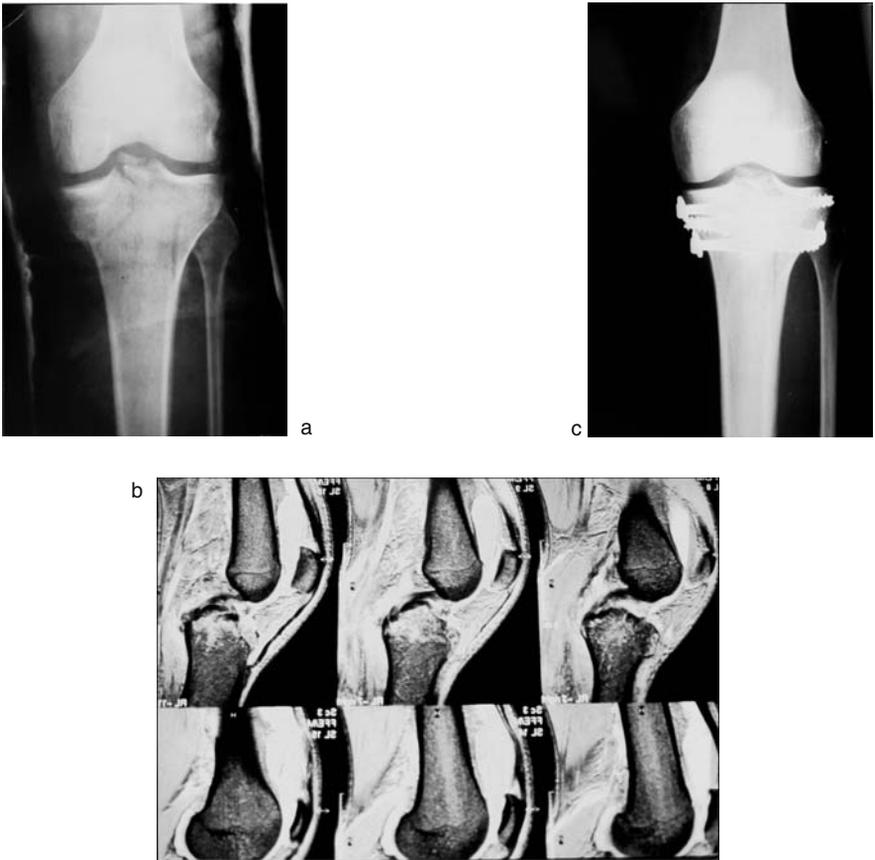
Homme, 40 ans. a) Fracture spino-bitubérositaire non déplacée. Lésion instable. Arrachement de l'aire intercondyloire postérieure. b) L'IRM met en évidence une lésion en plein corps du ligament croisé postérieur (rupture interstitielle) : hypersignal en T2. c) Ostéosynthèse par trois vis perforées de diamètre 7,3 avec rondelles, mise en place percutanée sous contrôle radioscopique. L'arthroscopie, réalisée après la mise en place de la première vis la plus épiphysaire, met en évidence une rupture partielle du ligament croisé postérieur au fémur et une désinsertion partielle du ménisque médial.
